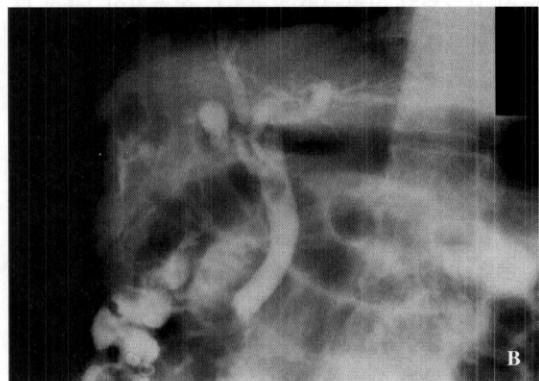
The CT and ERCP finding of cholecystocolic fistula in case 2.
